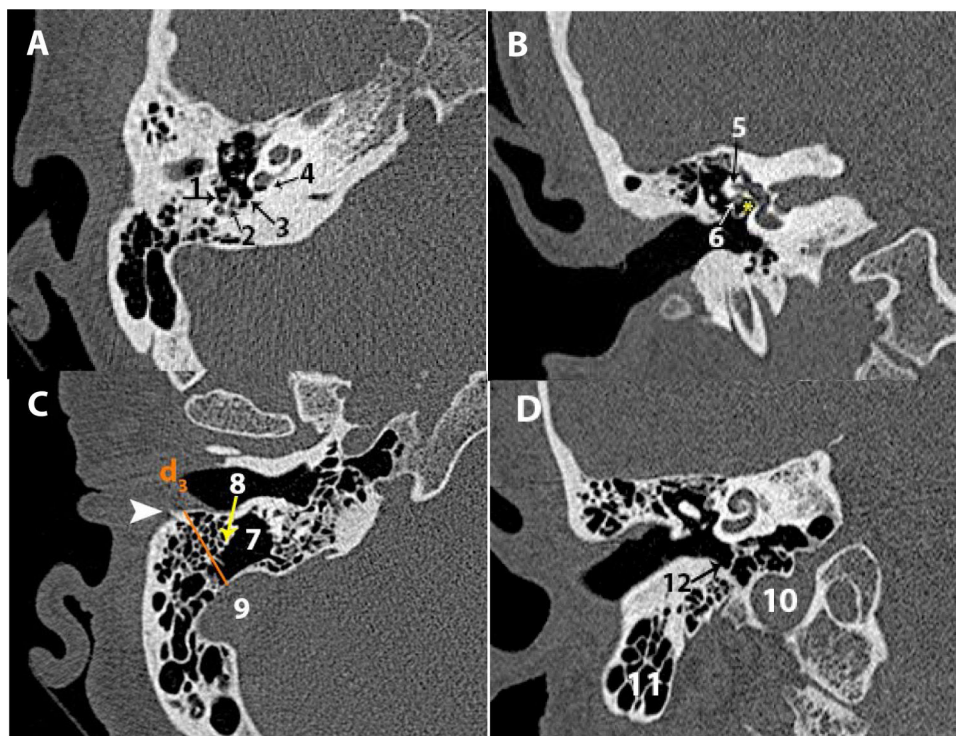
Mesotímpano: A) TC axial. B) TC coronal. C) TC axial del seno sigmoide. D) TC coronal del hipotímpano.
